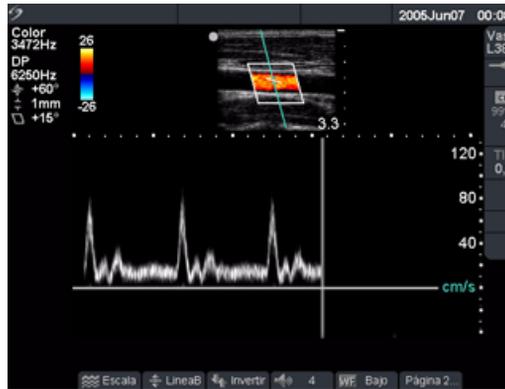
Imagen de trazo Doppler
